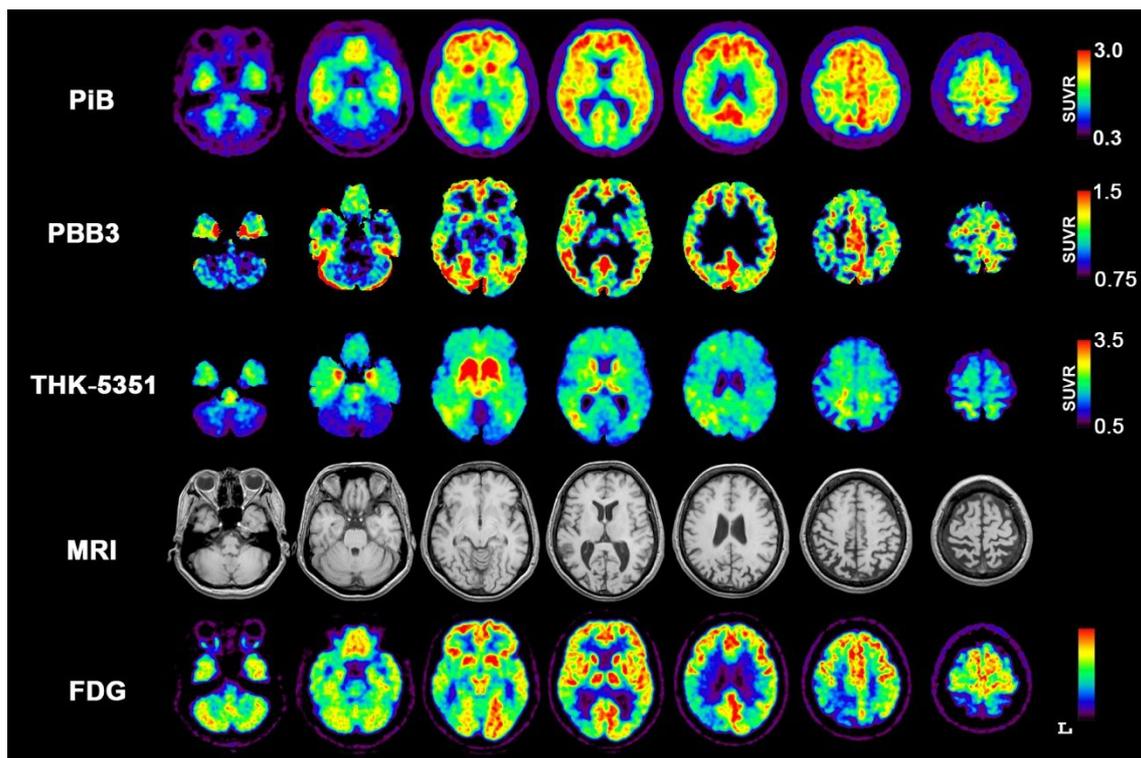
アルツハイマー病(AD)典型例のPET画像所見
